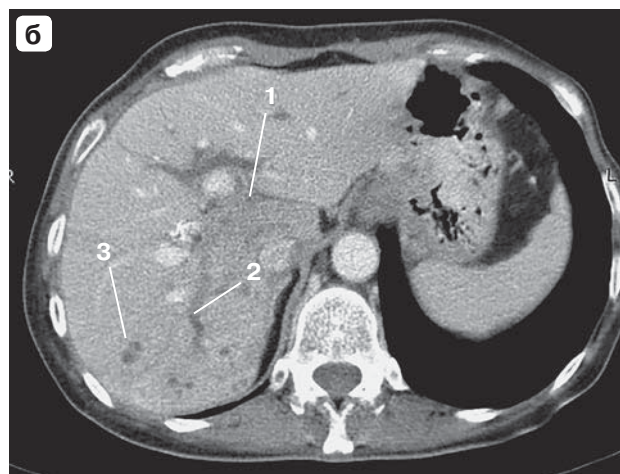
КТ-изображения в артериальную (а) и венозную (б) фазы исследования. Гиподенсное образование в воротах печени (1). Внутрипеченочные желчные протоки расширены (2). В правой доле печени визуализируются небольшие абсцессы (3).
